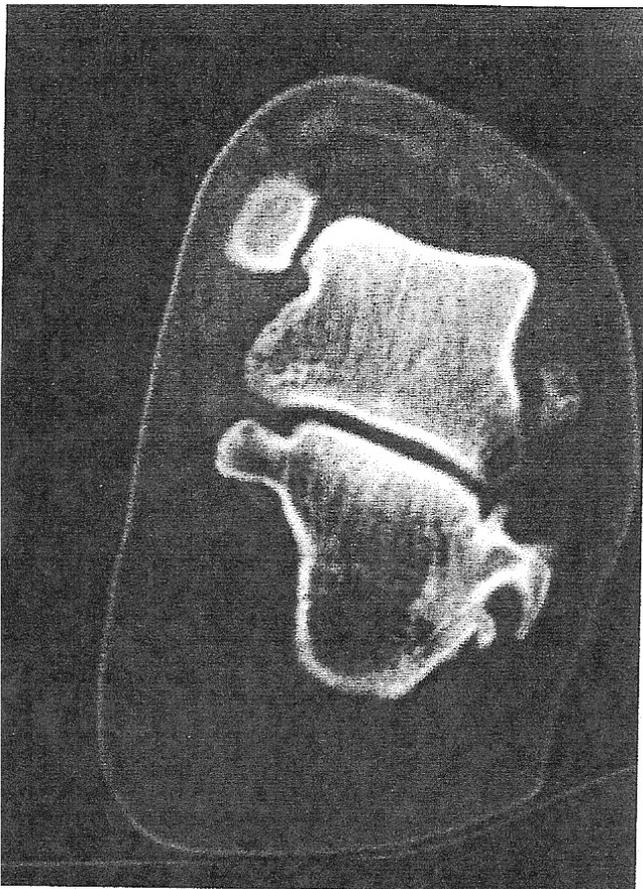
TC del retropie que evidencia la hipertrofia del calcáneo.
